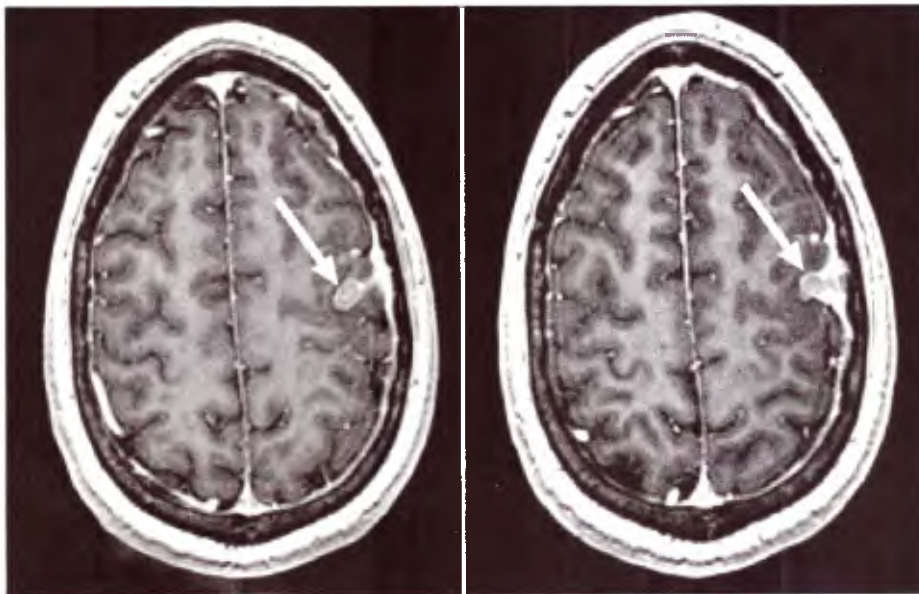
IRM de cerebro con contraste: diseminación neoplásica por trayecto de biopsia hacia el sitio de abordaje quirúrgico.
